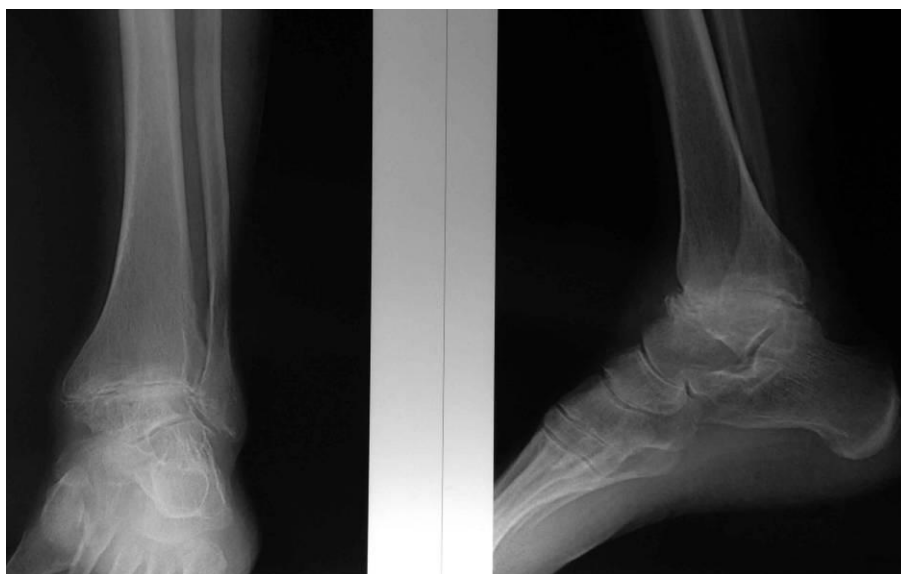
Рентгенограммы больной Р., 63 лет, до операции
